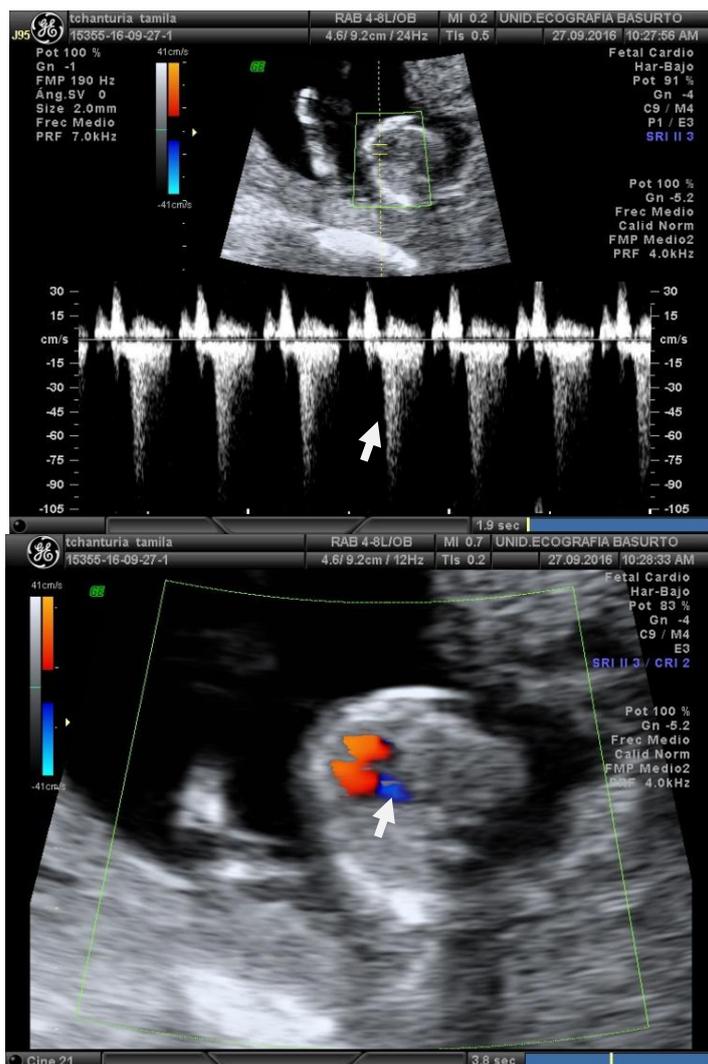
Ecocardiografía en la que vemos una IT señalada con la flecha (arriba) y la misma IT vista con Doppler color(abajo).
